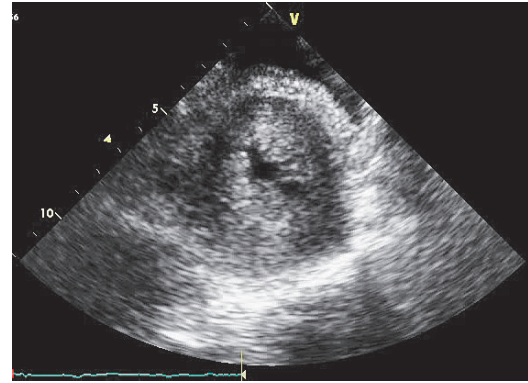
入院時の心エコー. 心尖部の心筋肥厚を認める.
